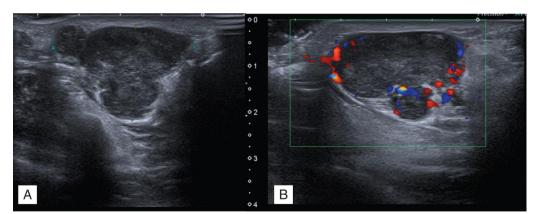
Ecografía de la lesión hipoecogénica, multilobulada, bien definida y heterogénea (A) y con flujo Doppler (B).
